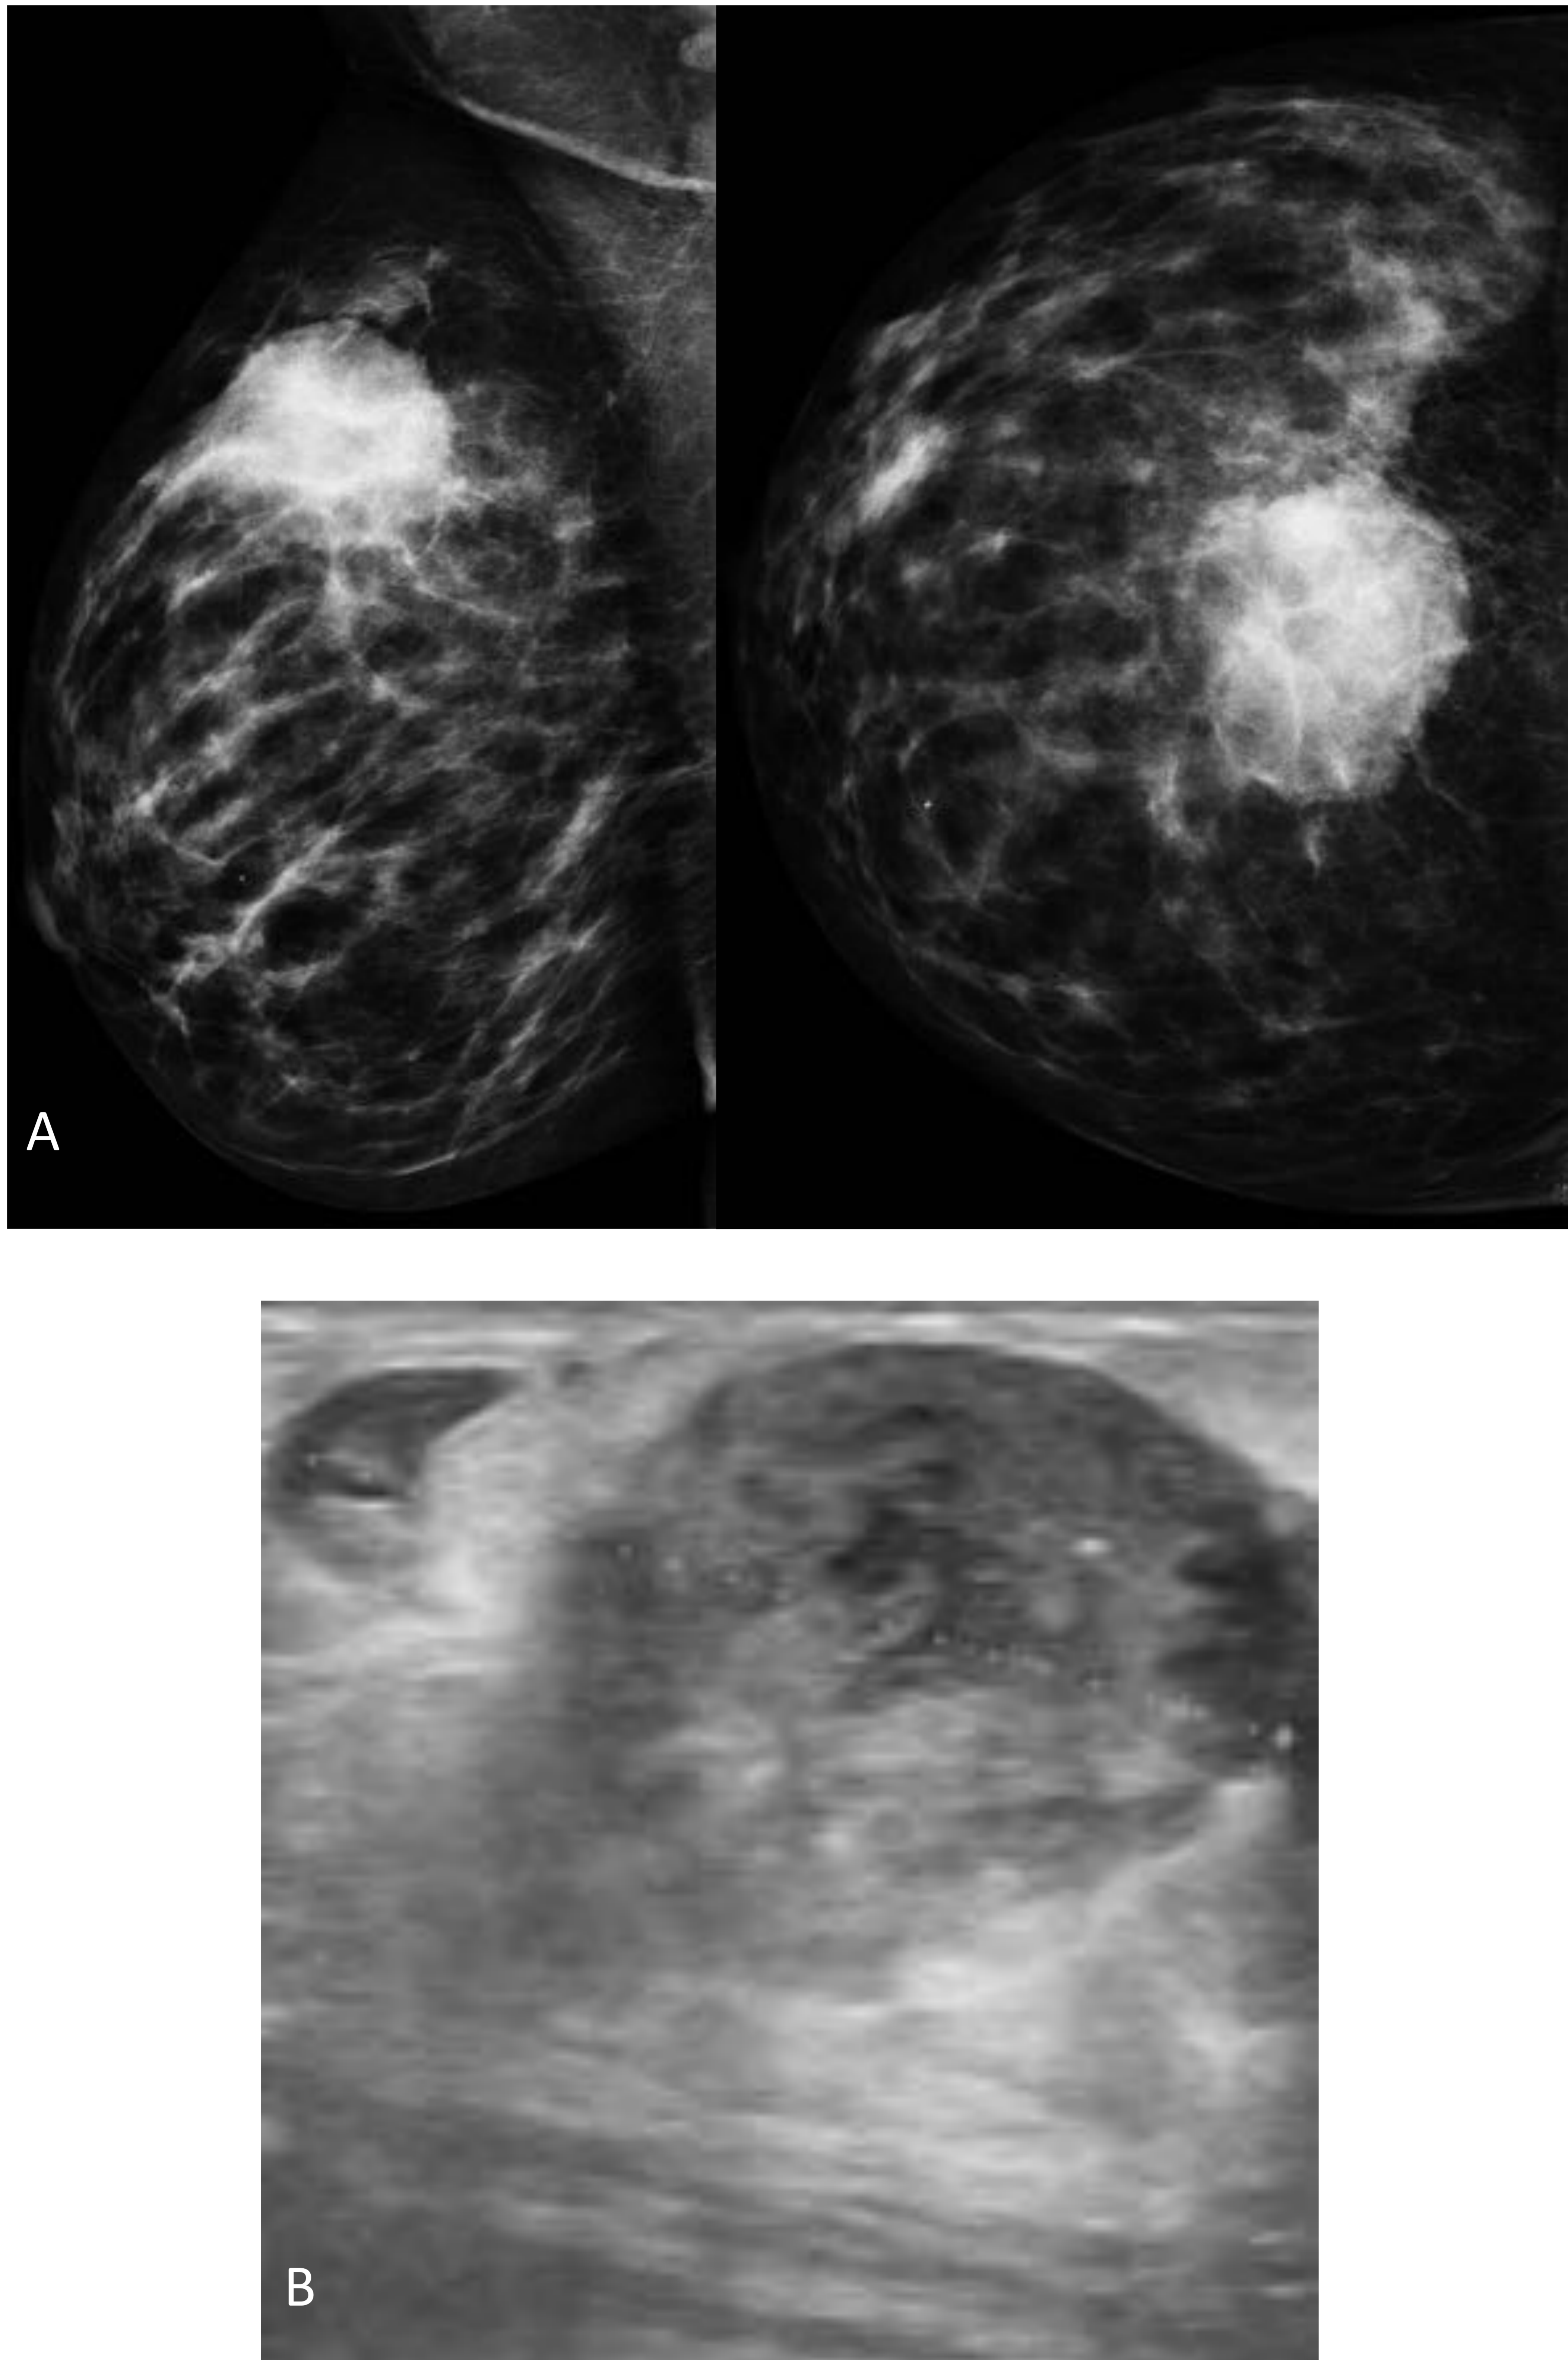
Mujer de 34 años, lactancia materna. A- Mamografía OML y CC Mama Derecha: Nódulo denso no circunscrito, de 5 cm, en UCCSSup. B- Ecografía: Nódulo sólido heterogéneo.
